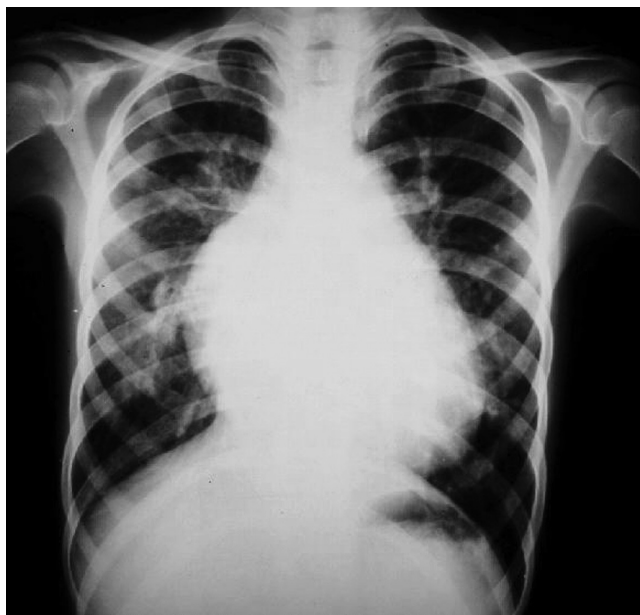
Radiografía de tórax posteroanterior de paciente con anomalía de Ebstein y comunicación interventricular. Se observa una cardiomegalia principalmente a expensas de la silueta de la aurícula derecha, abombamiento del tronco de la arteria pulmonar y aumento de la trama vascular pulmonar.
